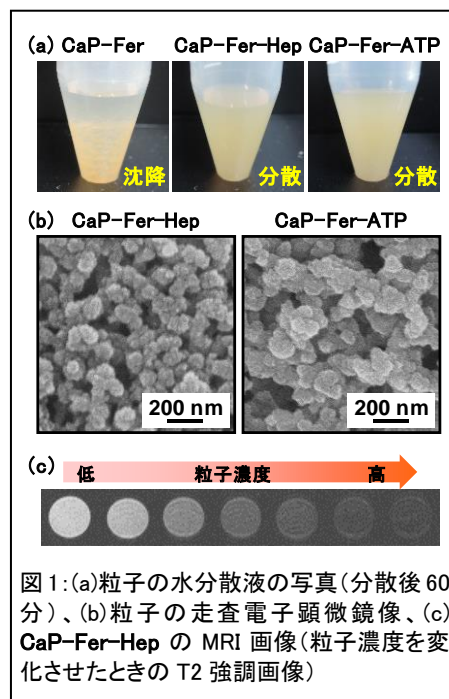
(a)粒子の水分散液の写真(分散後60分)、(b)粒子の走査電子顕微鏡像、(c) CaP-Fer-HepのMRI画像(粒子濃度を変化させたときのT2強調画像)
